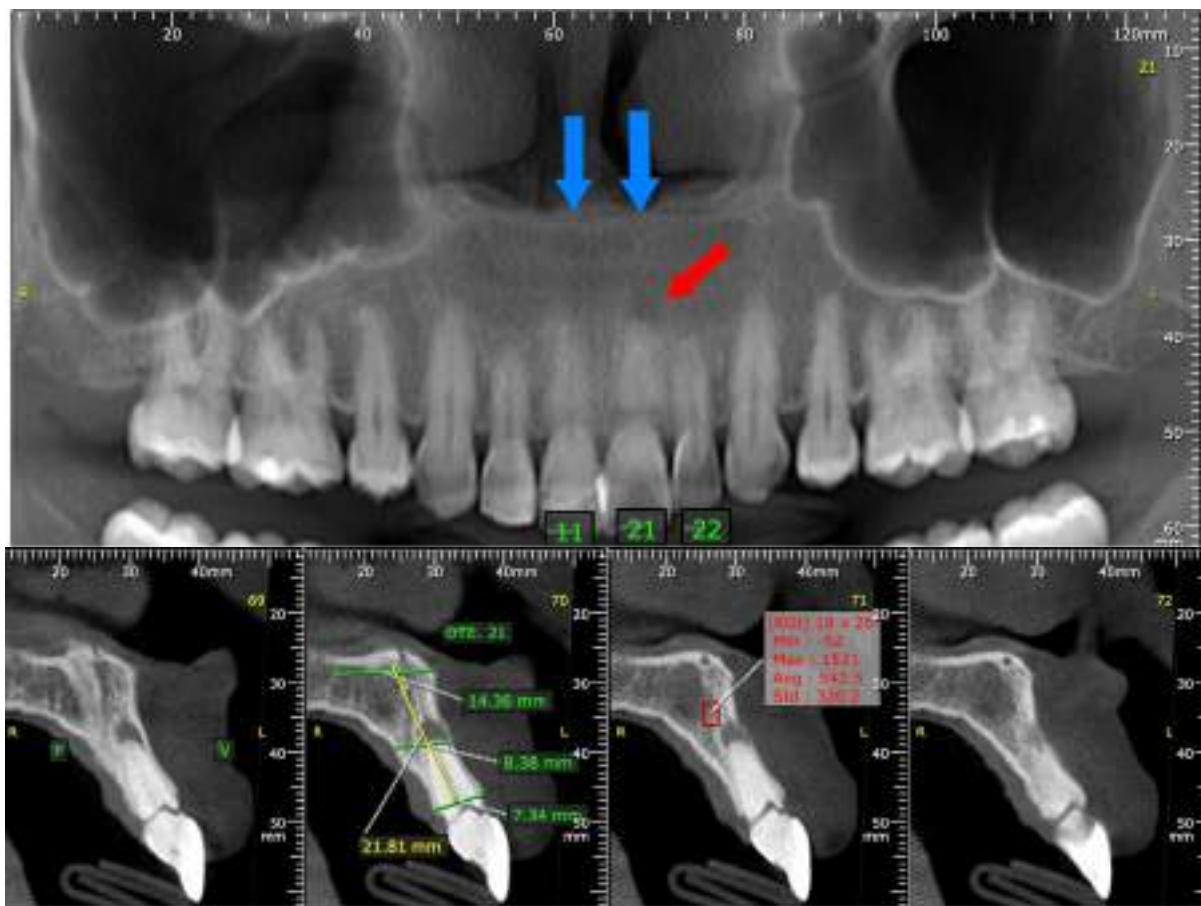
Tomografía computarizada inicial
